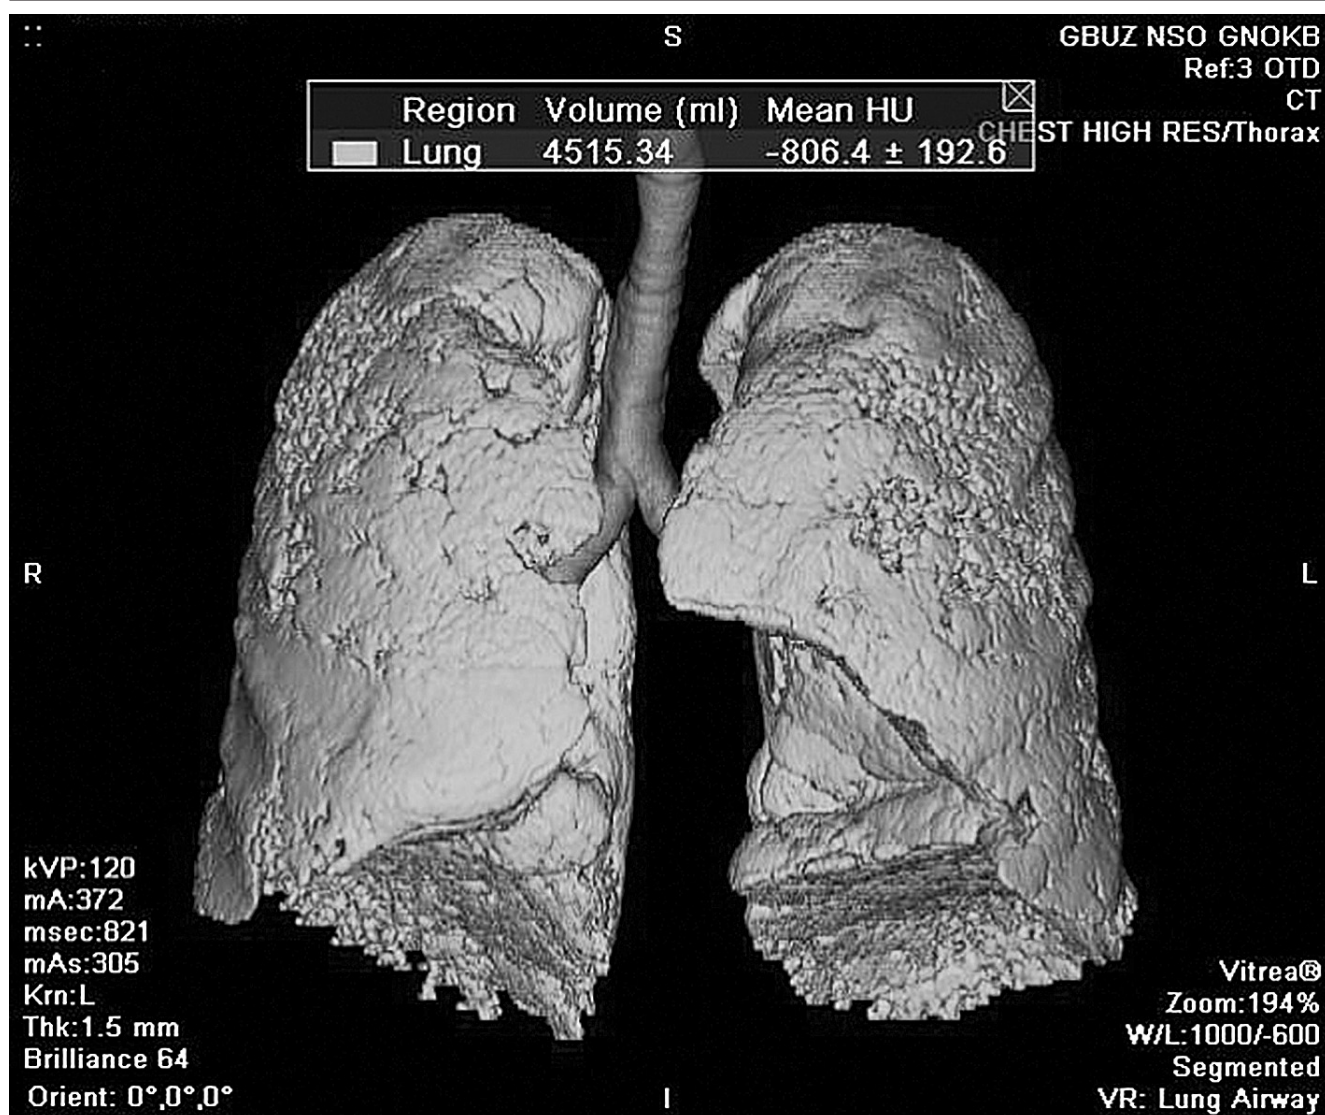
МСКТ легких больного идиопатическим легочным фиброзом от 19.09.2015.
